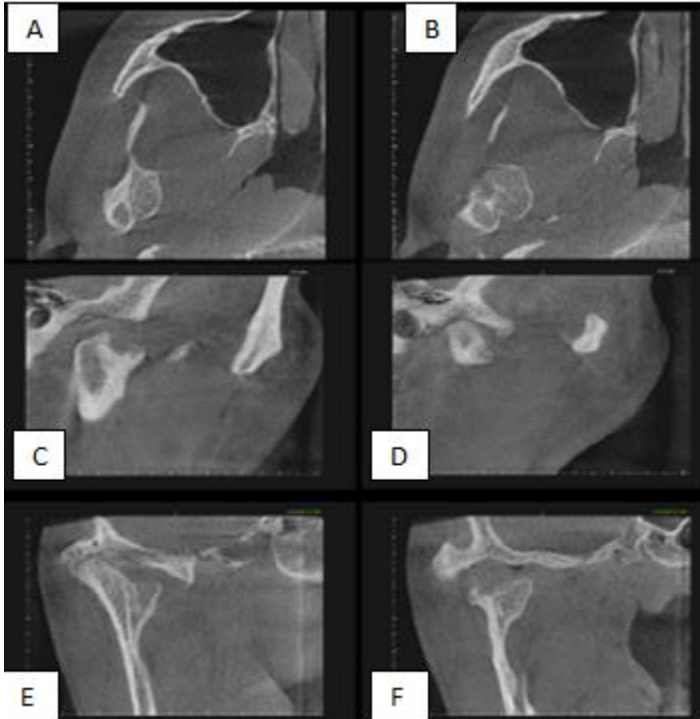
TC em reconstrução multiplanar do lado direito em posição de boca aberta. Axial (A e B), Cortes sagitais em diferentes profundidades (C, D, E, F)
